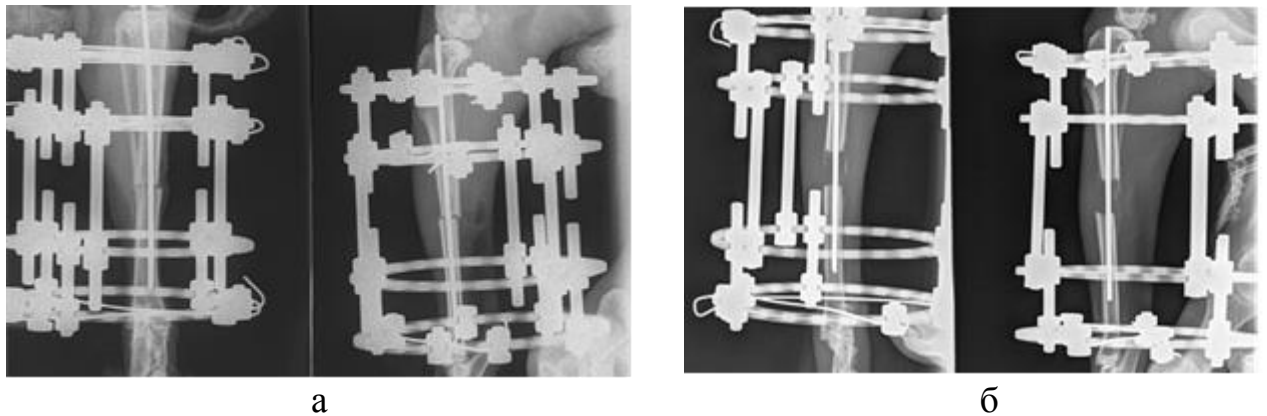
а – рентгенграфия интраоперационно; б – рентгенограмма после окончания дистракции.
